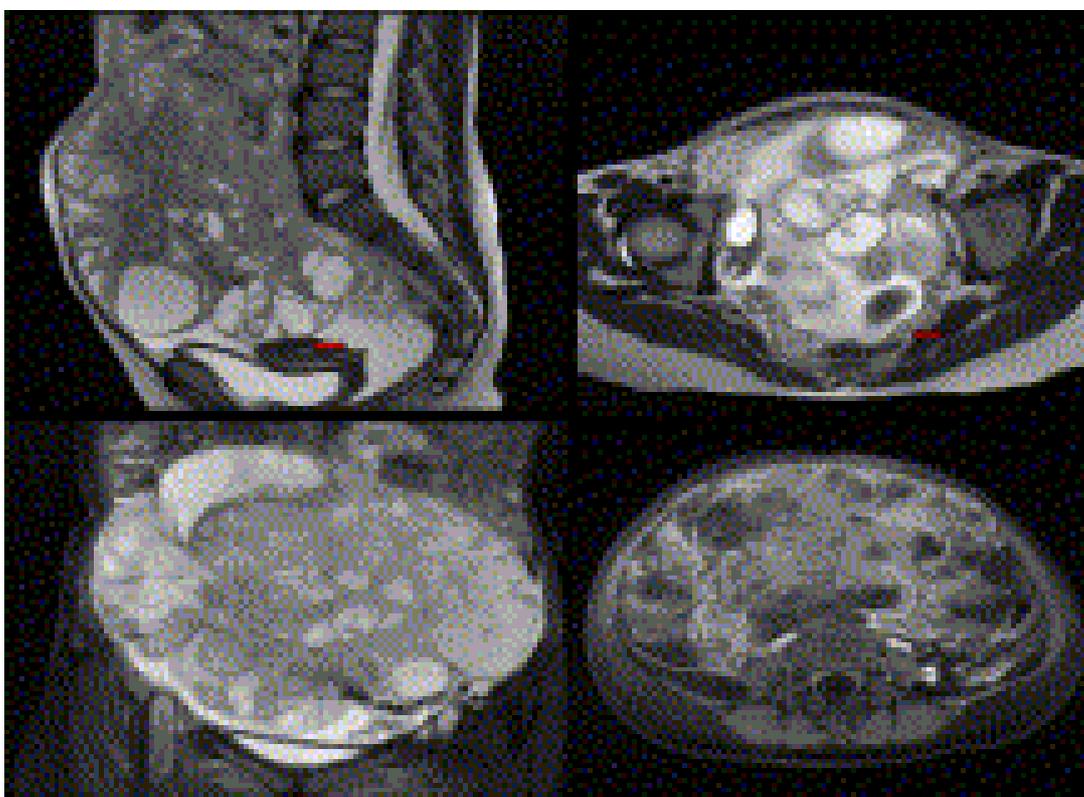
Tumeur germinale mixte: IRM abdominopelvienne: volumineuse masse lobulée bien limitée, en heterosignal en T2 avec multiples composantes kystique et tissulaire. l'uterus et l'ovaire droit sont visibles(fléchés rouges).
